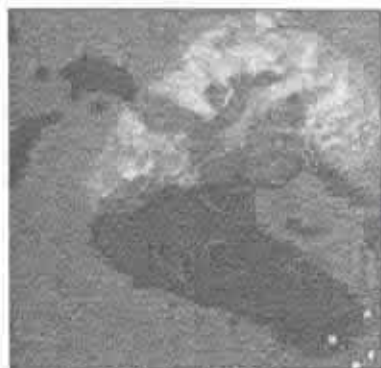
Tomografie 3D. Imaginea tumorii pancreatice și a vaselor magistrale.
